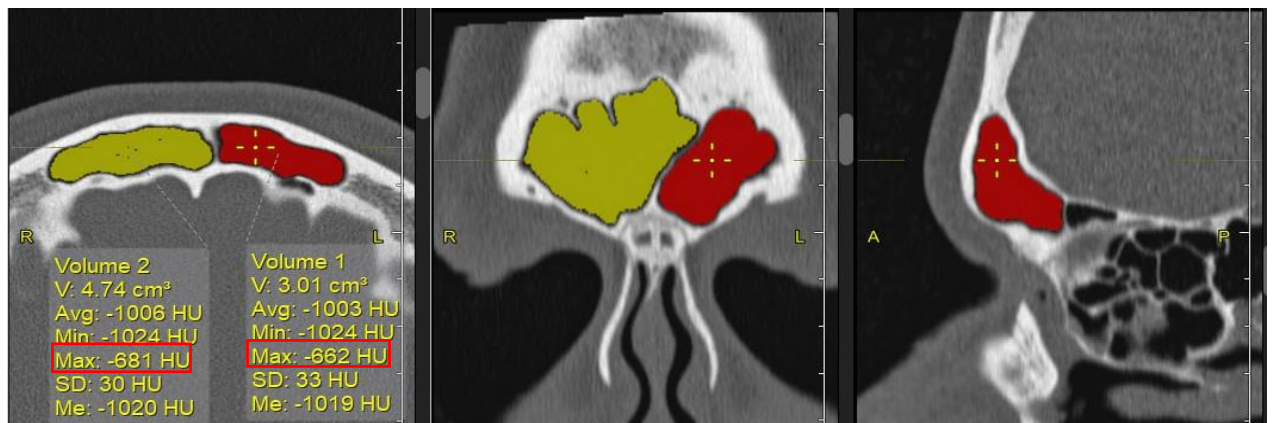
Визначення об'єму лобових пазух методом цифрового заповнення досліджуваної ділянки в аксіальній, фронтальній та сагітальній площинах на зрізах КТ (Жінка, 35р.).
